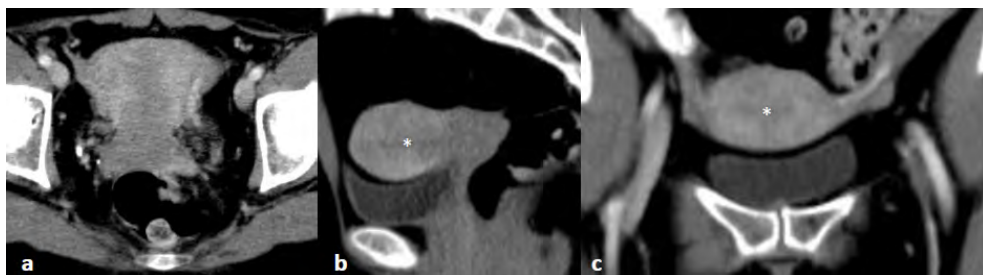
Na TC de seguimento de examinada de 55 anos com antecedentes de Melanoma Cutâneo Maligno, no plano axial (a) e nas reconstruções no plano sagital (b) e coronal (c) em tempo venoso portal (aos 70 segundos), visualiza-se capturação heterogênea e difusa de todo o miométrio, sendo mais difícil de distinguir a cavidade endometrial (asterisco) do miométrio adjacente.
